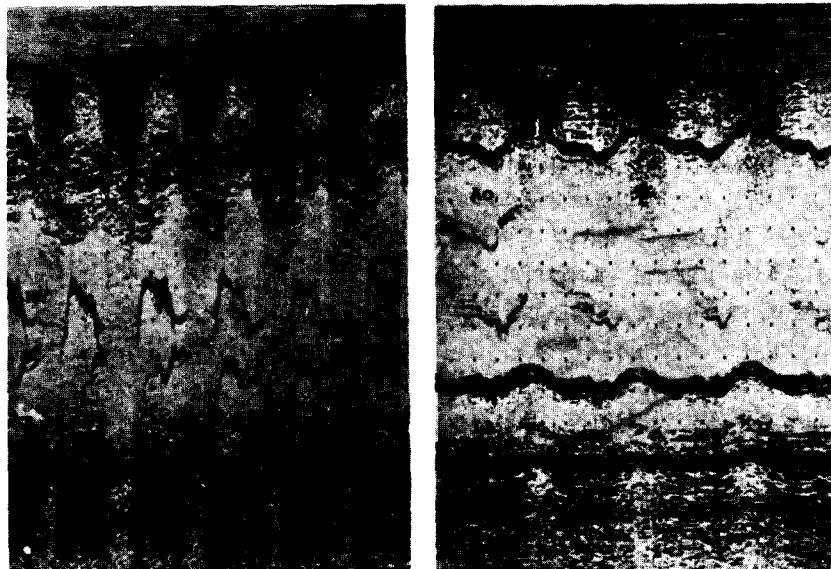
수술전 M-mode Echocardiography.
